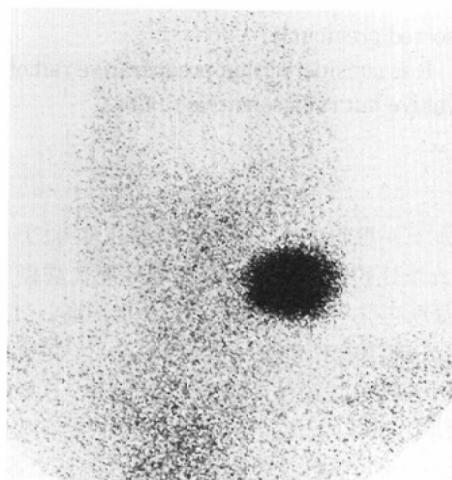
Gallium-67 scintigraphy reveals abnormal accumulation on her left cheek.
